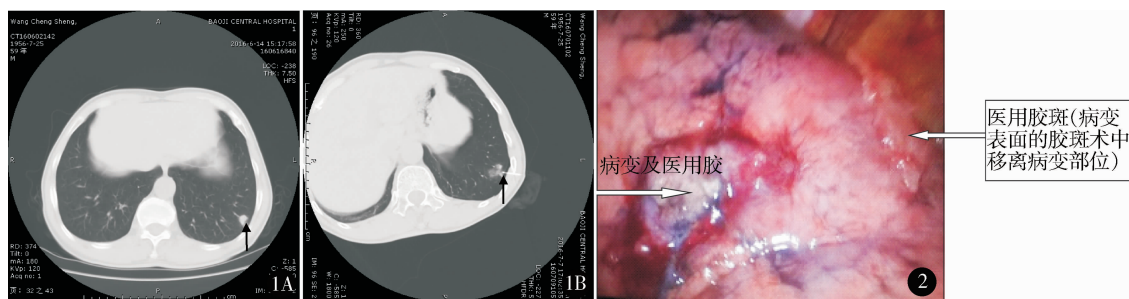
SPN 定位前后胸部 CT 对比 A. 左肺下叶 SPN;B. 左肺下叶 SPN 定位后 图 2 病变部位注射医用胶
